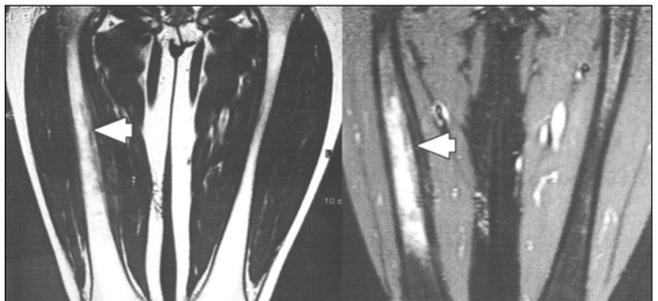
RMN, piani coronali con mezzo di contrasto (T1): importante reazione periostale con marcata vascolarizzazione.
